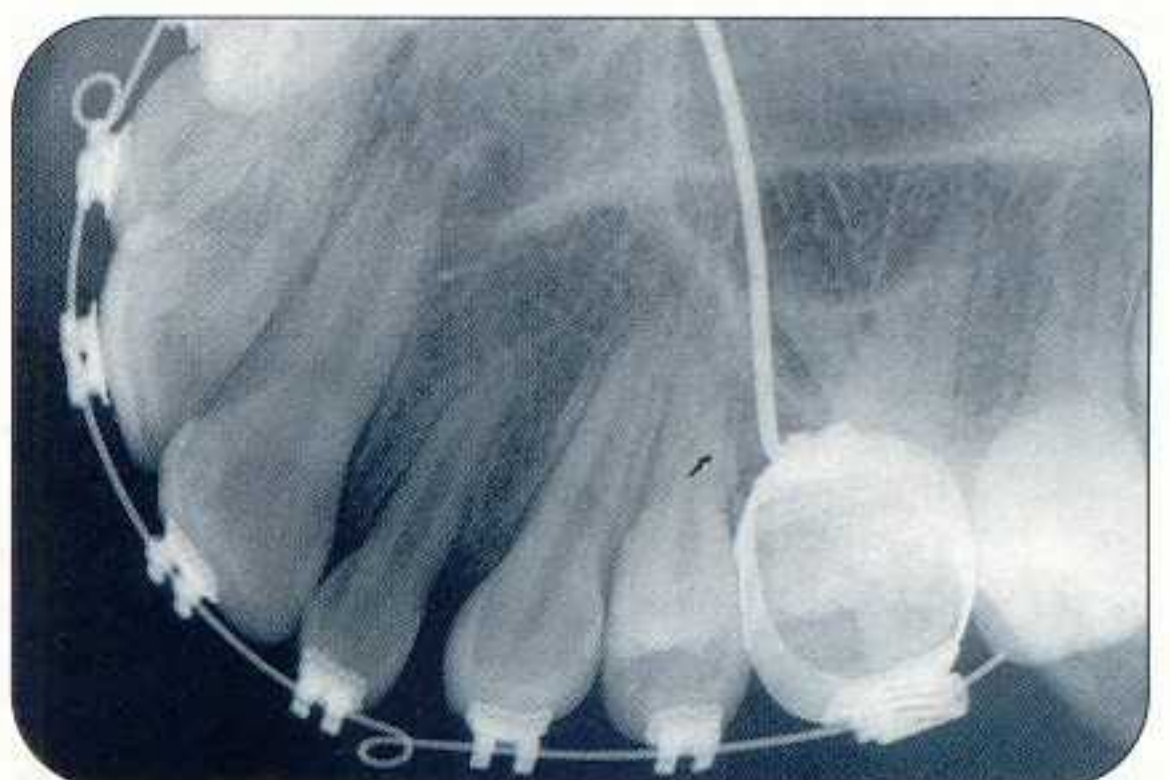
Contrôle radiographique 12 mois après le dégagement.
